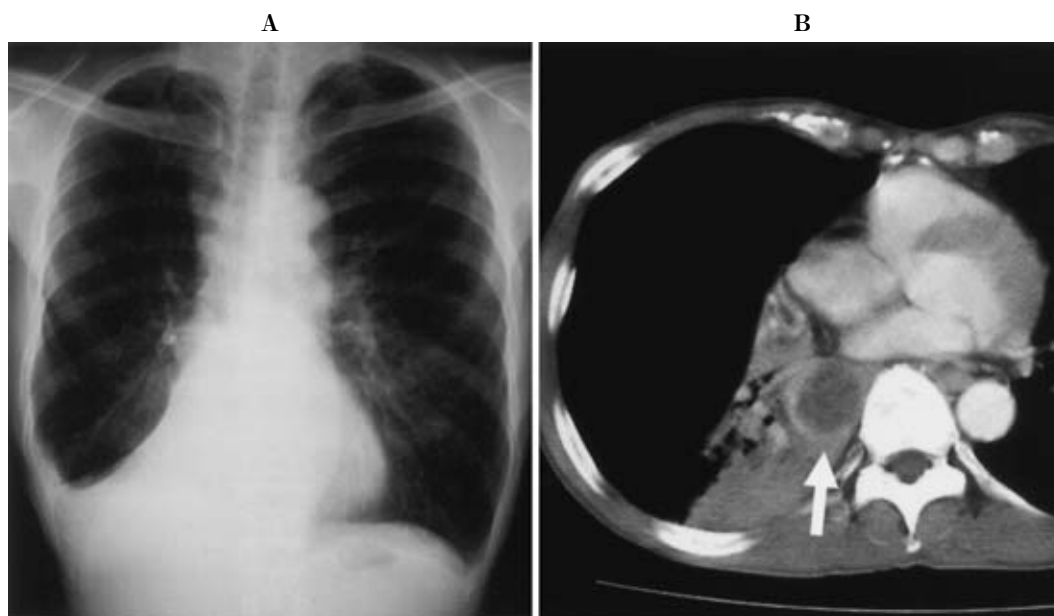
A: Chest X-ray taken in October 2004 shows atelectasis of the right middle and lower lobes. B: Chest CT scan taken in October 2004 shows a tumor in the right hilum which is suspected to invade directly to the left atrium (arrow).
